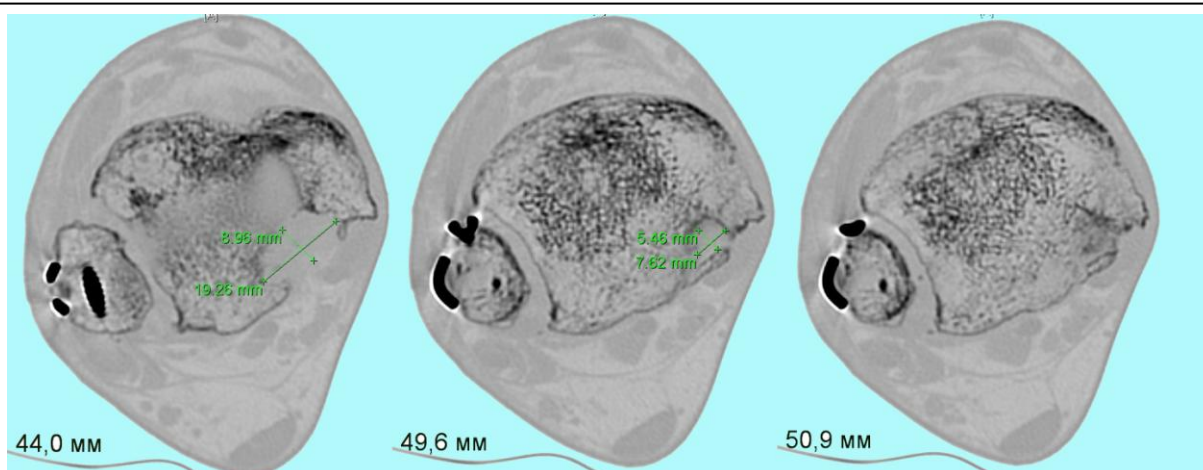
СКТ срезы больного К., 30 л.. (и.б. № 21812). Через 3 мес. после КоллапАно-пластики - Импрессионный дефект пирамидальной формы высотой 6 мм основанием в субхондральной зоне 19,3x9 мм
